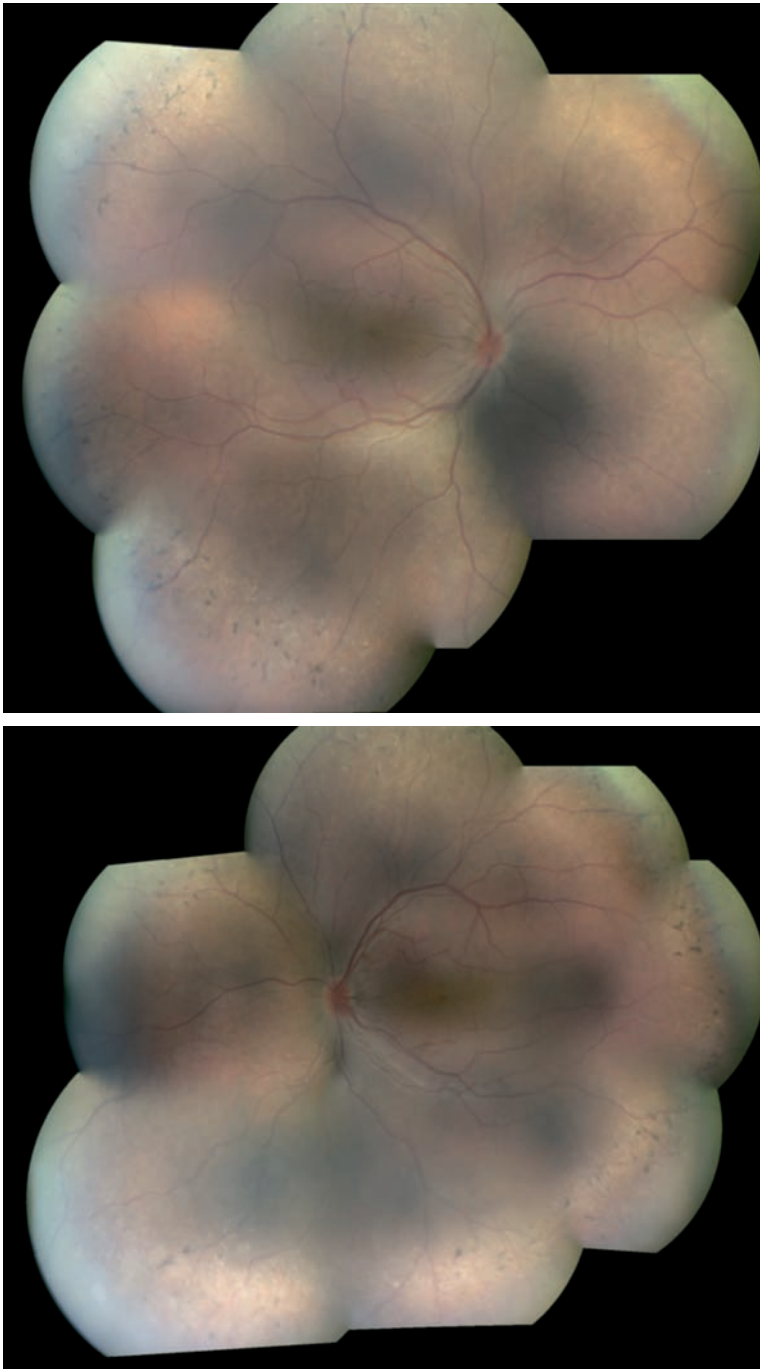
Effusion uvéale, phase séquellaire. a. Montage couleur de l'œil droit. b. Montage couleur de l'œil gauche. Noter les dépôts pigmentés annulaires étendus sur toute l'extrême périphérie et reproduisant un aspect de pseudorétinite pigmentaire. c. La longueur axiale est mesurée à 15,4 mm en échographie. Il s'agit probablement de lésions pigmentées dans l'ancienne zone de décollement uvéal compliquant cette nanophthalmie.
